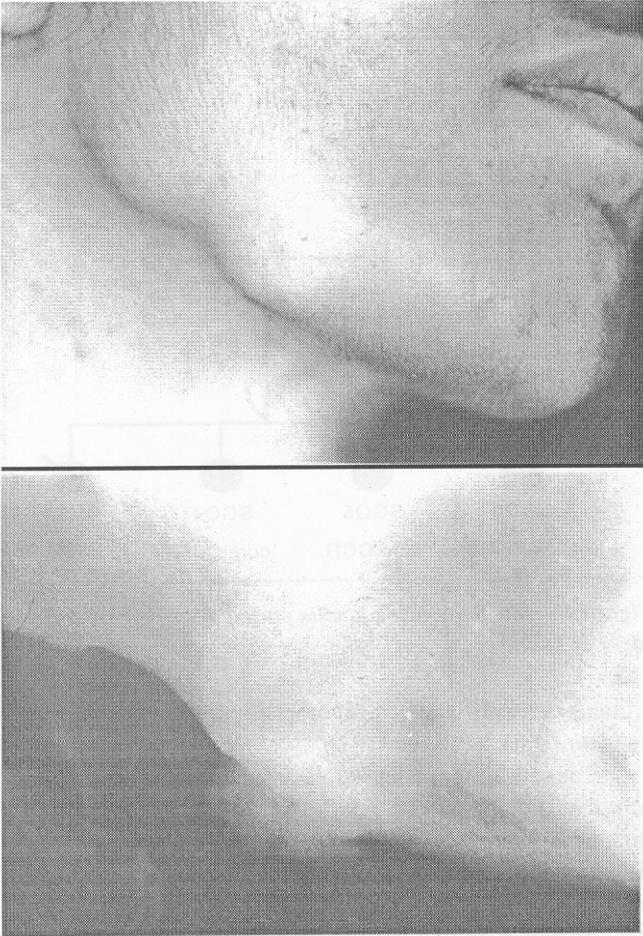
Paciente portador de FAP com osteoma de mandíbula e radiografia simples correspondente
